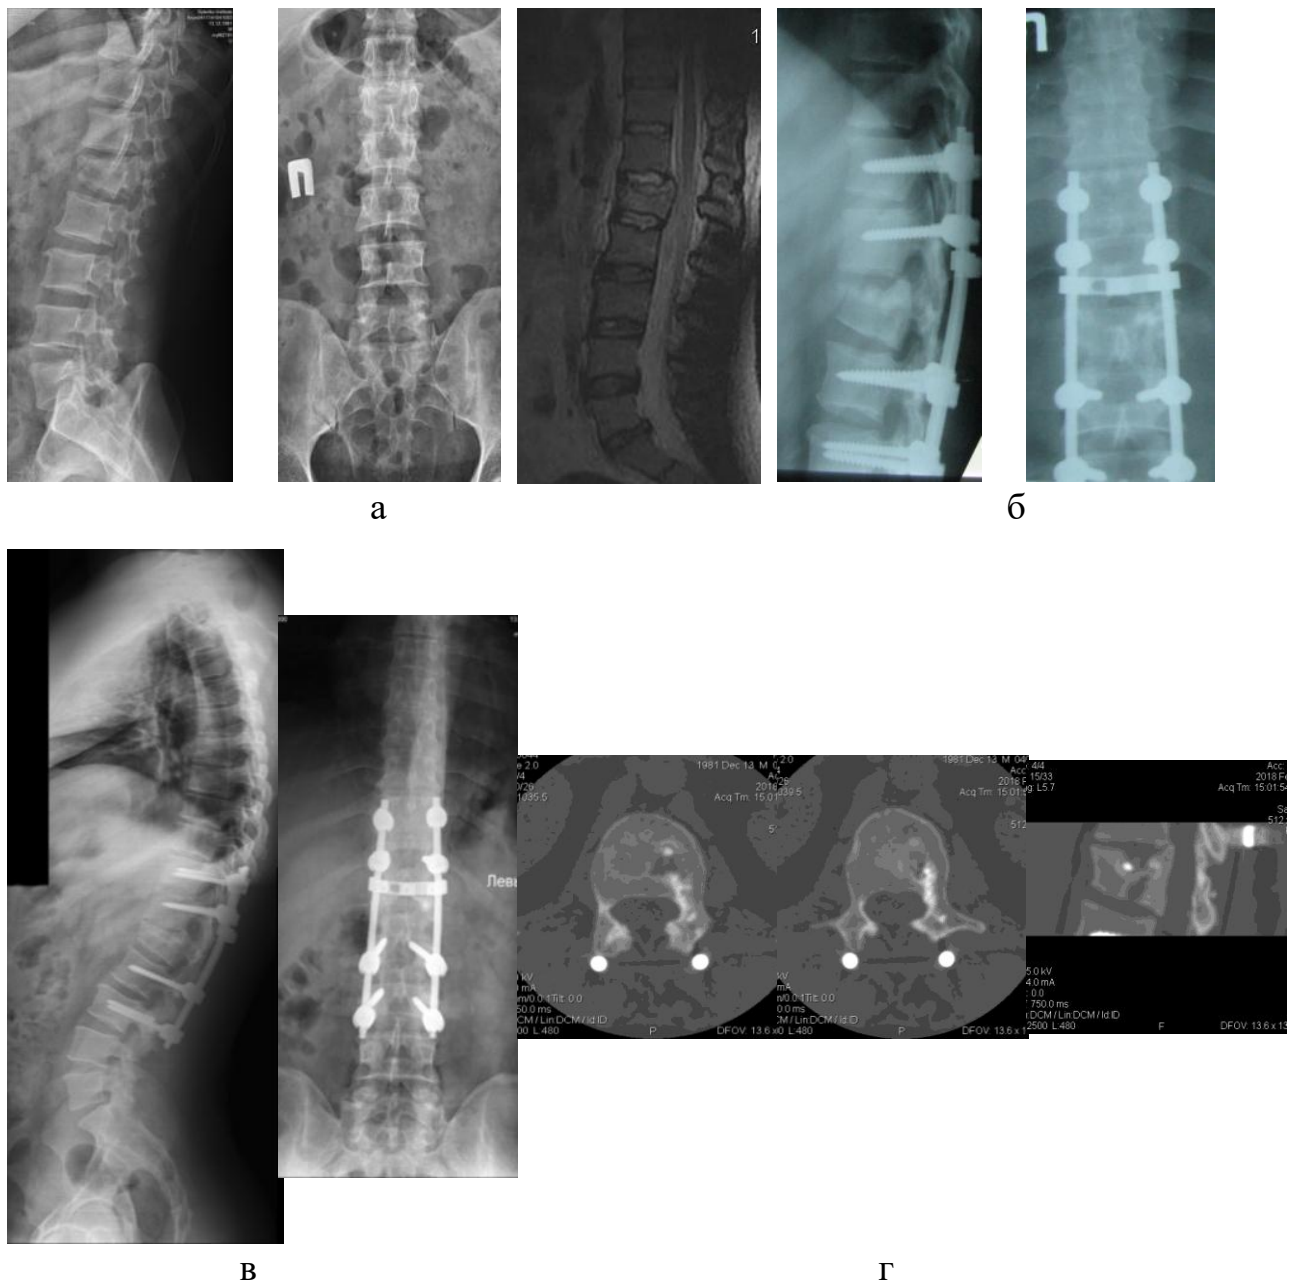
Рентгенограми та томограми хворого К., історія хвороби № 86753, використання методу заповнення дефекту тіля хребця гідроксилапатитом і фібрином: до (а), після (б), через 3 роки після (в, г) хірургічного втручання
